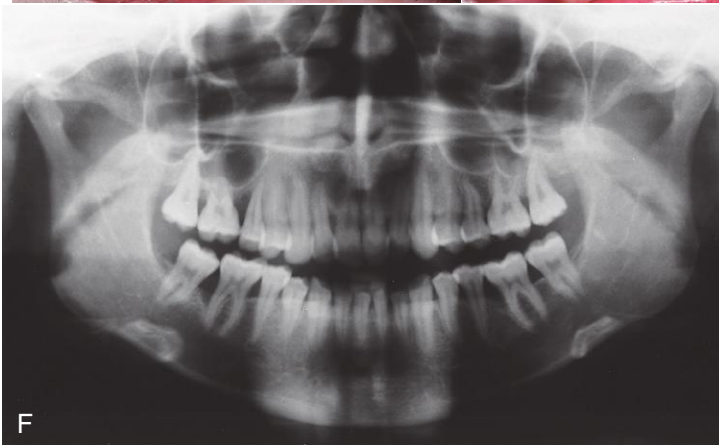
A-E. A los 27 años, esta mujer requirió tratamiento ortodóncico debido a que su periodoncista pensó que su enfermedad periodontal se controlaría mejor si mejoraba la alineación de sus dientes y a que a la paciente nunca le gustó el aspecto de sus incisivos maxilares irregulares y extremadamente apiñados. Existía una relación molar de clase II de cúspide completa y una sobremordida mínima. F. La radiografía panorámica muestra una pérdida ósea grave en muchas zonas, pero la enfermedad activa ya estaba bajo control. G. La radiografía cefalométrica mostraba una relación esquelética de clase II leve con una protrusión moderada de los incisivos superiores. El plan de tratamiento consistía en la extracción del primer premolar superior izquierdo y el segundo premolar superior derecho (elegido a causa del extenso defecto periodontal distal al mismo, aunque esto dificultaría aún más el tratamiento ortodóncico). El espacio de extracción, unido a la reducción del esmalte interproximal para compensar la discrepancia en el tamaño dental como consecuencia del gran tamaño de los incisivos laterales superiores, permitiría alinear los dientes superiores sin favorecer una protrusión de los incisivos.
